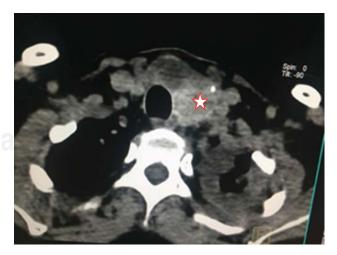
Tomografía computarizada de cuello; se aprecia una masa tiroidea izquierda con calcificaciones (estrella).
